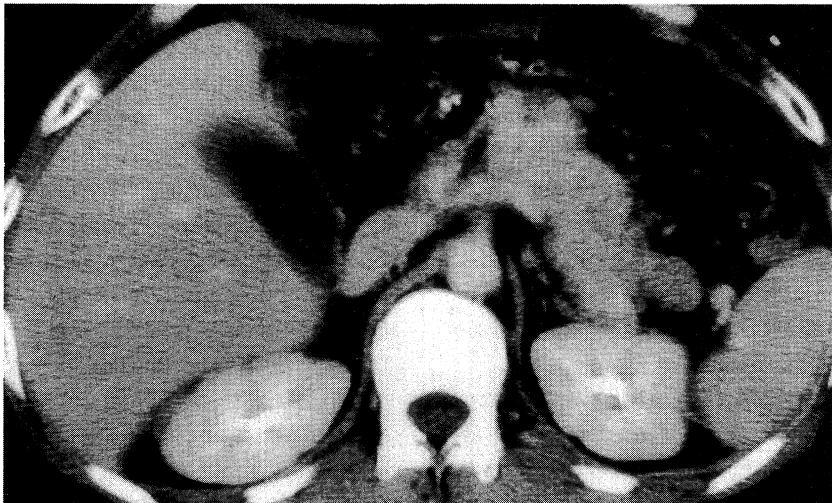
Enhanced CT performed three months after drainage shows disappearance of the giant cyst.
